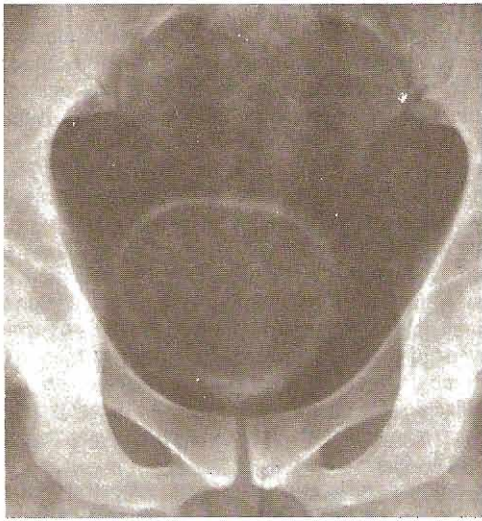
Esquistosomiasis. Radiografías simples. Arriba izquierda: Calcificación extensa de la vejiga contraída. Derecha: Calcificación extensa de la vejiga y de ambos uréteres hasta la pelvícula renal. Los uréteres están dilatados y son tortuosos. Abajo izquierda: Calcificación extensa de las vesículas seminales y la ampolla de los conductos deferentes.
